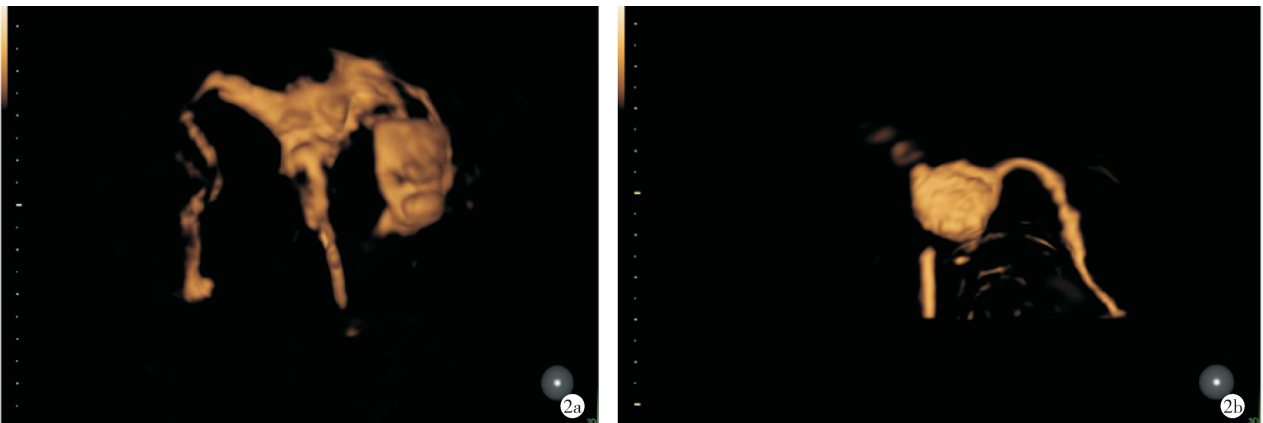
经阴道超声 4D-HyCoSy 模式子宫输卵管造影表现 a:患者女,41 岁,不孕症,经阴道超声输卵管造影,4D-HyCoSy 模式显示,宫腔、双侧宫角依次显影,双侧输卵管全程显影,走形柔顺,伞端及卵巢周围见造影剂均匀弥散,盆腔造影剂弥散均匀,提示双侧输卵管未阻塞。b:患者女,30 岁,不孕症,经阴道超声输卵管造影,4D-HyCoSy 模式显示,宫腔、双侧宫角依次显影,左侧输卵管全程显影,走形柔顺,伞端及卵巢周围见造影剂均匀弥散,右侧输卵管全程未见显影,提示左侧输卵管未阻塞,右侧输卵管阻塞。
